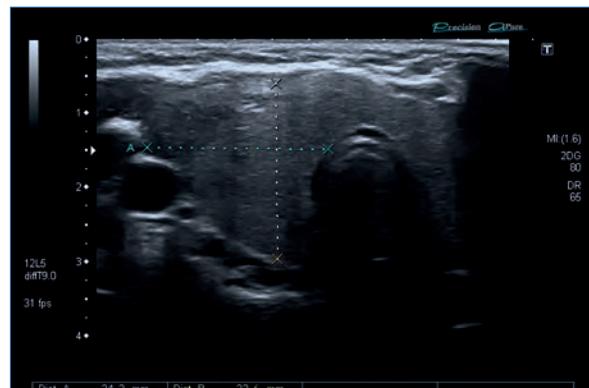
Ecografía tiroidea.
